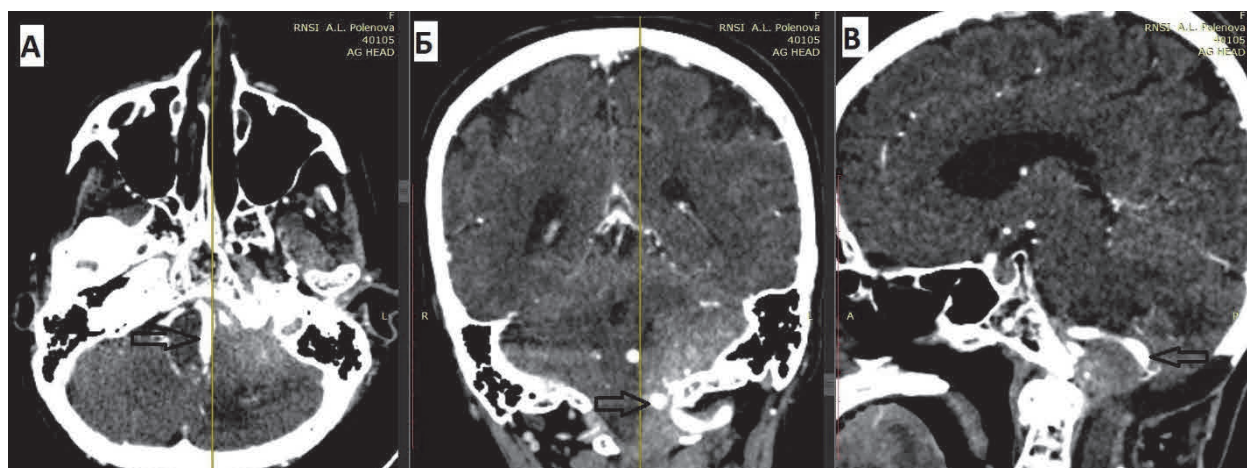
МСКТ-АГ пациентки Ч., 64 лет (история болезни № 32144/C2022): аксиальная проекция (а); коронарная проекция (б); сагиттальная проекция (в) (стрелкой указана левая позвоночная артерия)
